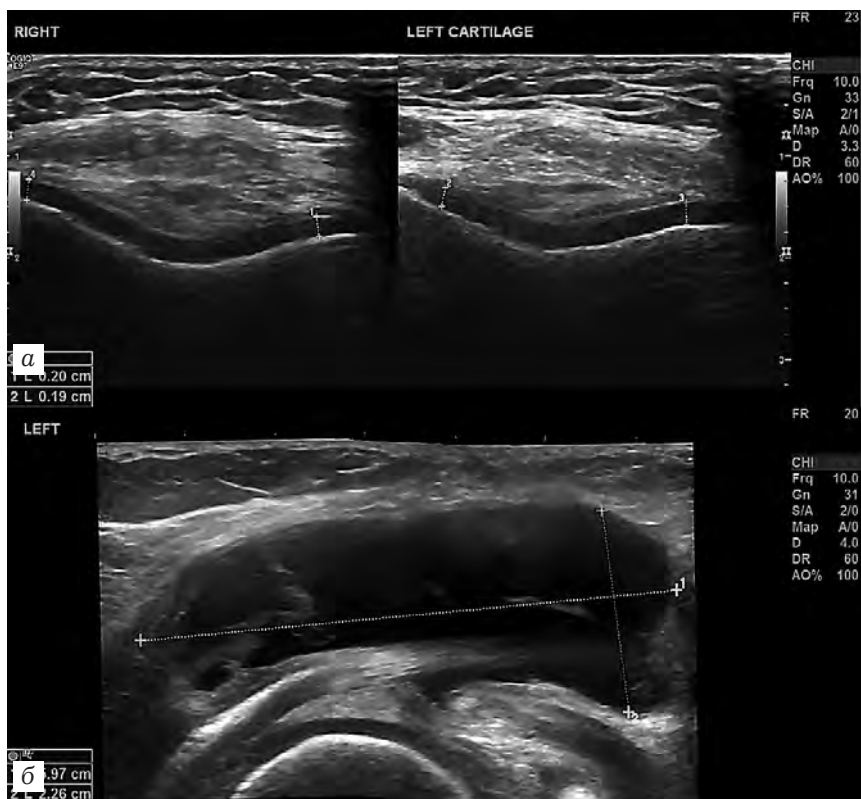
УЗИ коленного сустава. Определяются нормальные размеры гиалинового хряща обоих коленных суставов (а); наличие кисты Бейкера 5,97×2,26 мм левого коленного сустава (б)
